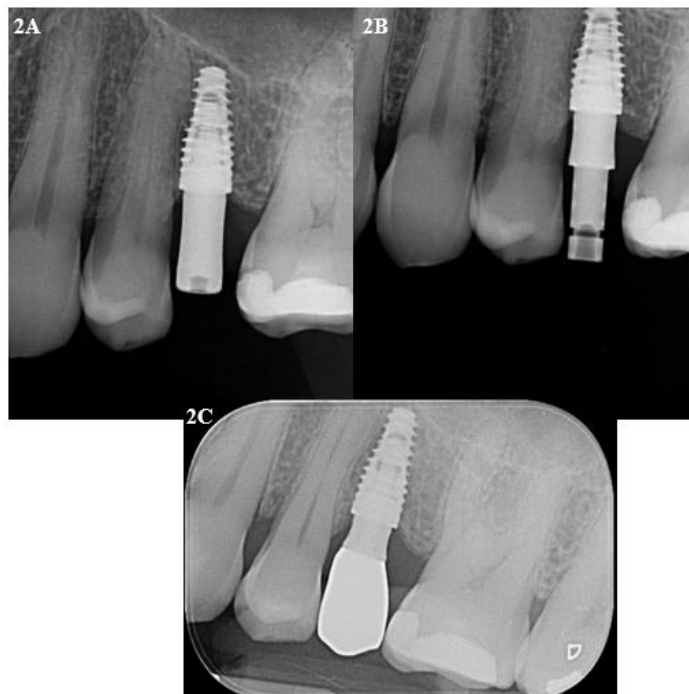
Radiografia periapical com cicatrizador sobre implante instalado. Figura 2B: Radiografia periapical com peça de prova do kit de seleção GM para confirmar distâncias biológicas checadas em boca. Figura 2C: Radiografia periapical após instalação da prótese sobre implante confeccionada sobre uma base de titânio
